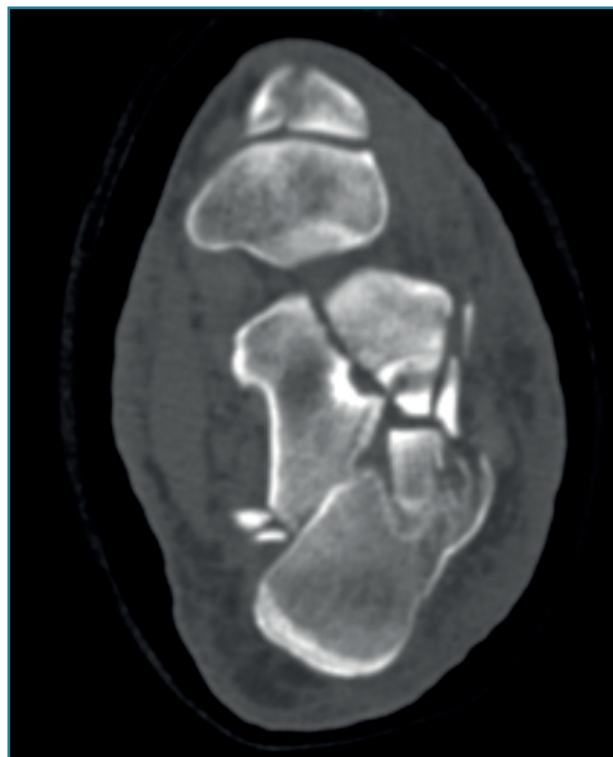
Vista axial de la tomografía preoperatoria del tobillo izquierdo.
